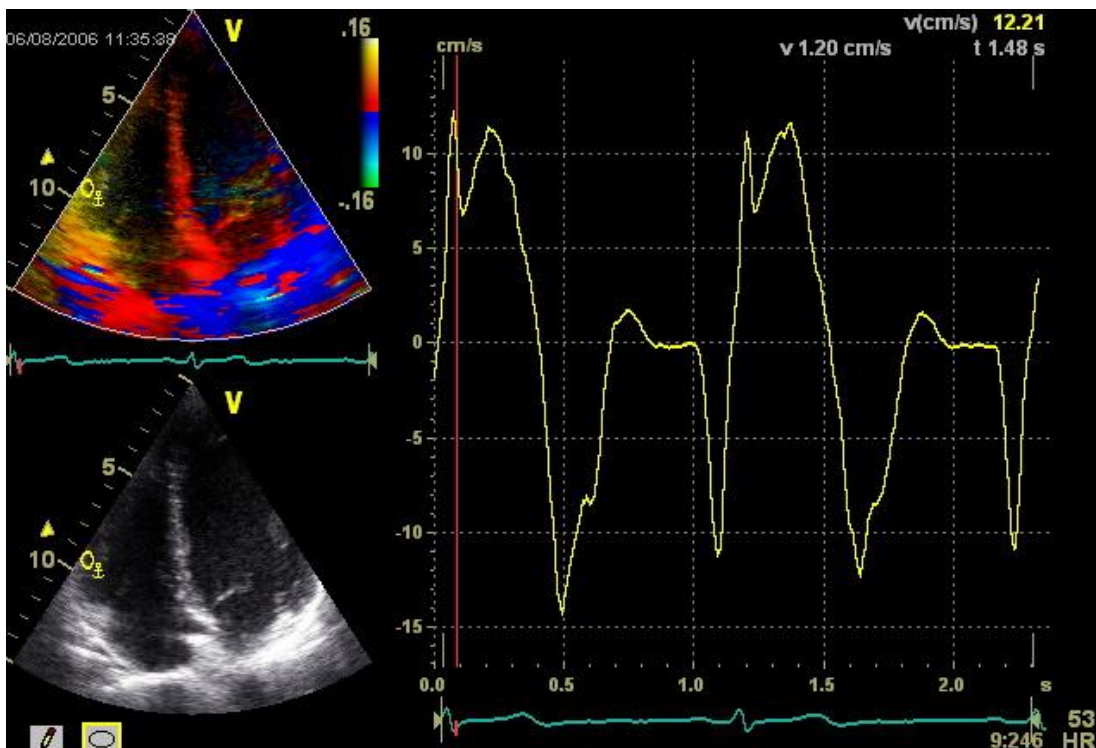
Gepulster (pw)-Doppler der freien Wand des rechten Ventrikels auf Höhe der Trikuspidalklappe im apikalen Vierkammerblick
